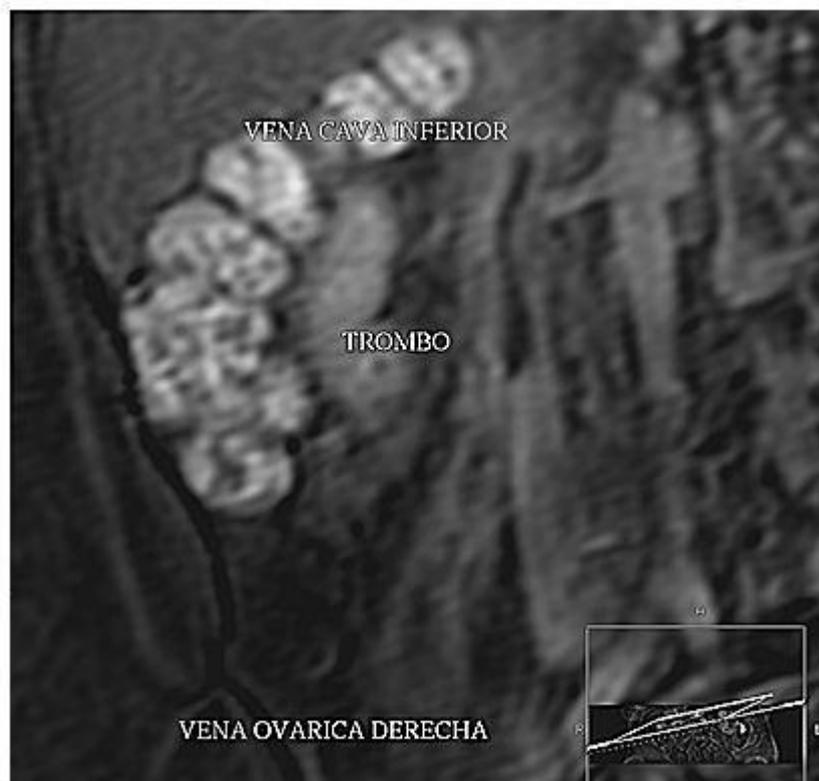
Fleborresonancia magnética. Trombosis desde la vena ovárica hasta la cava inferior infrarrenal.
